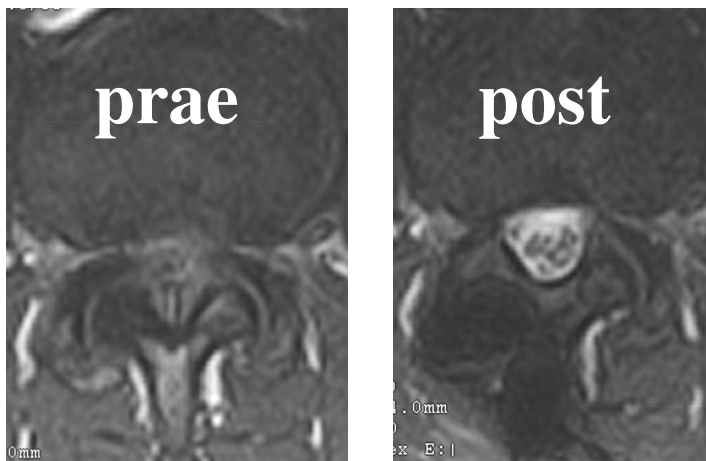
Axiale T2 gewichtete MRT der LWS prae- und postoperativ
